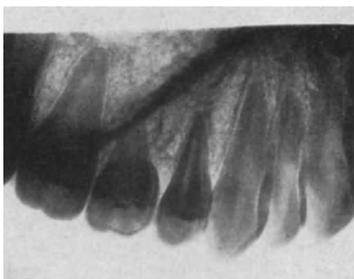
(gehört zu Abb. 7-12). Röntgenaufnahme der rechten Oberkieferseite, die das Fehlen des Ersatzzahnes für V erkennen läßt. Aufnahme vom 17. 12. 1921.
